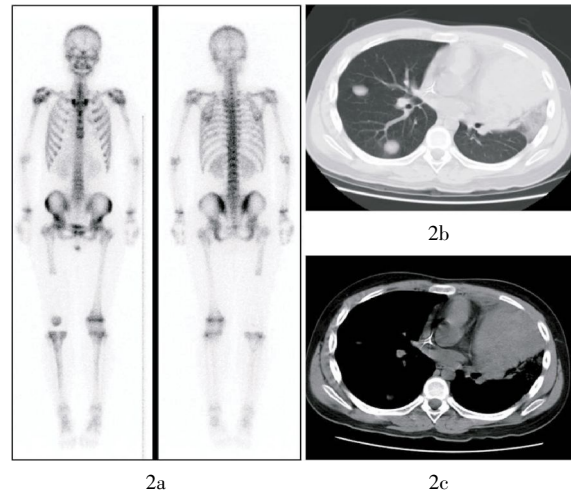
肺内转移灶不摄取显像剂的骨肉瘤患者的骨显像及胸部 CT 图像 患者, 男性, 15 岁, 右股骨下段骨肉瘤术后 1 年余。图中, 2a: 骨显像中双肺野内未见异常放射性浓聚; 但 CT 见双肺野内多发大小不等结节影, 结节呈软组织密度, 内无钙化, 2b: (肺窗)清晰显示肺内病灶, 2c: (纵隔窗)清楚显示病灶内无钙化。
